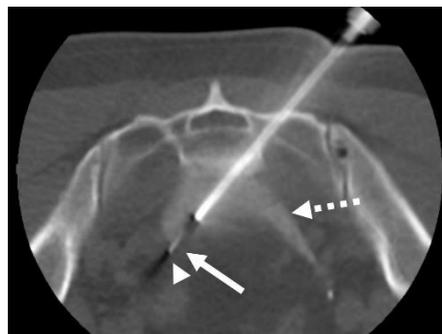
TC para marcación prequirúrgica en decúbito ventral. Avance de aguja fina en forma coaxial (flecha) hacia la adenopatía (cabeza de flecha). Nótese el líquido proveniente de la hidrodissección mencionada sin presencia del colon (flecha rayada).
